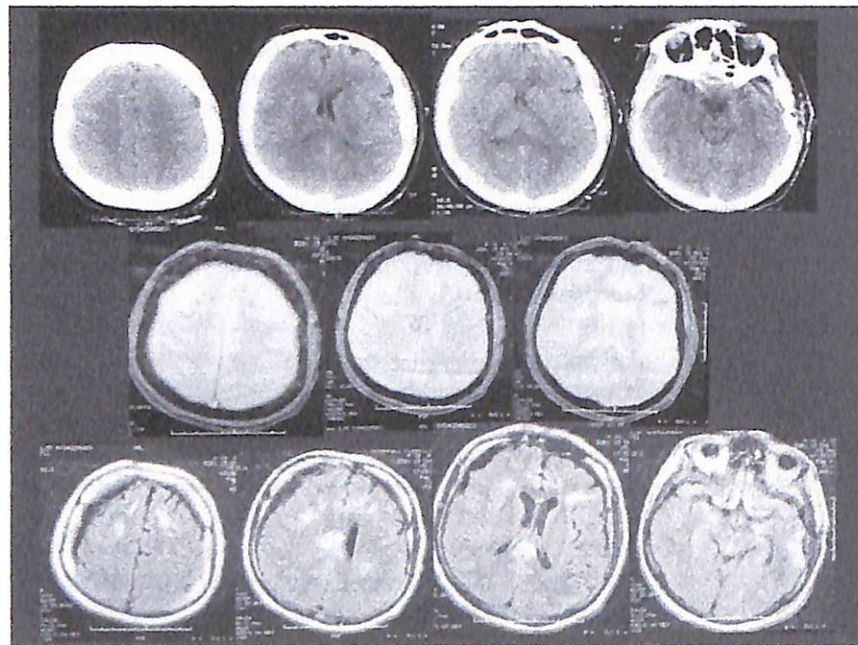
Enfermo de 38 años que sufrió TCE grave (GCS = 4, GCS motor = 2), secundario a accidente de tráfico (coche). El TC inicial (arriba) se clasifica como tipo II según la clasificación de Marshall identificándose sólo hemorragia subaracnoidea en surcos de la convexidad frontal y temporal y fractura temporal izquierda. En RM eco de gradiente (centro) se observan pequeñas lesiones petequiales en sustancia blanca subcortical (izquierda), cuerpo calloso (centro) y sustancia blanca frontal (derecha). La secuencia flair (abajo) revela lesiones subcorticales frontales bilaterales, en cuerpo calloso (esplenio y cuerpo) y contusión temporal izquierda.
